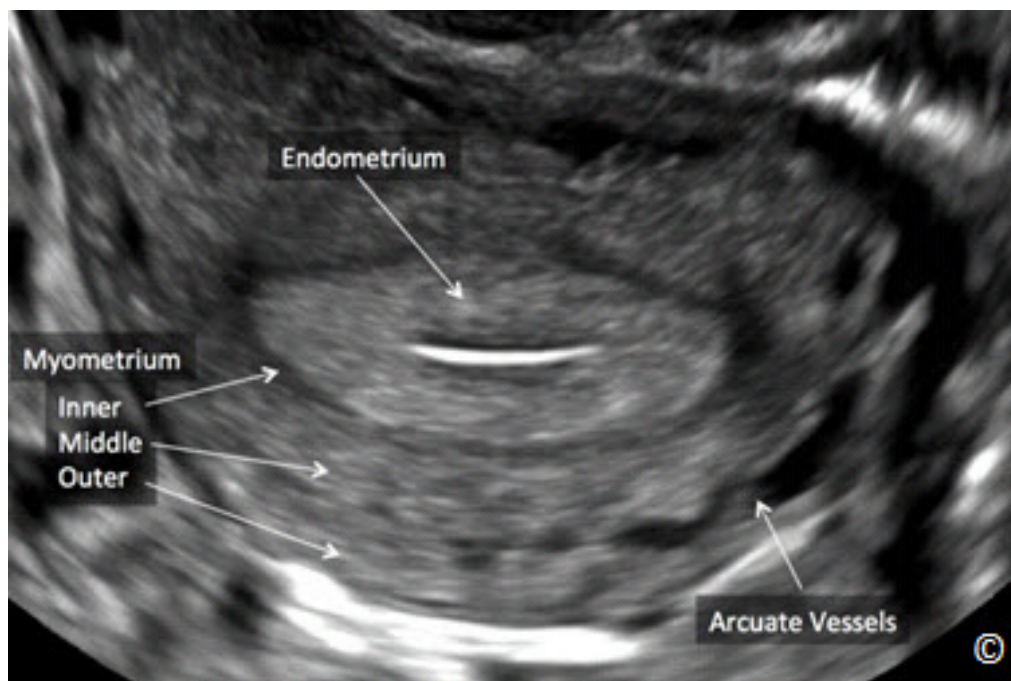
Ultrasonido transvaginal de una vista transversa del útero que muestra las tres capas del miometrio. Nótese la capa más interna delgada e hipoeoica que se apoya en el endometrio (rotulado), la capa intermedia que es espesa y homogénea y la capa exterior que es ligeramente menos ecogénica que la capa media (rotulada). Obsérvese los vasos arcuatos que (etiquetados) separan la parte media de la capa externa del miometrio.
